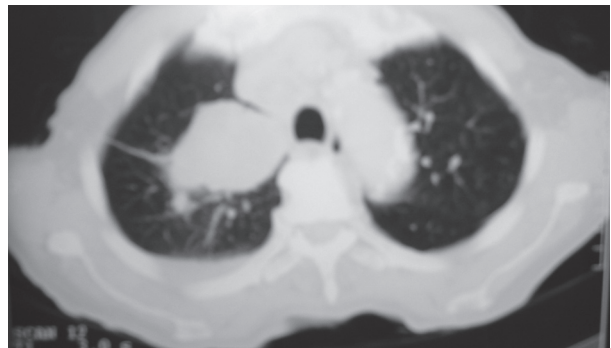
Tomografia de tórax revelando tumoração em lobo superior direito.
